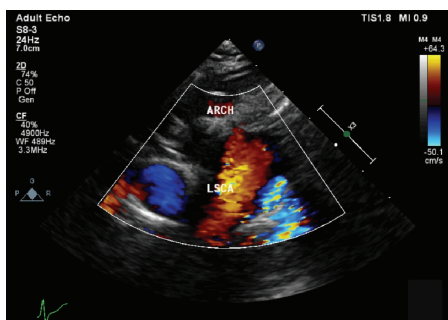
胸骨上窝切面观示膨大的迷走左锁骨下动脉起自主动脉弓降部左后壁并向左上走行 图2 图左示膨大的迷走左锁骨下动脉起自主动脉弓降部左后壁并向左上走行;图右示气管局部受膨大的迷走左锁骨下动脉挤压推移并形成明显压迫(箭头示) 图3 矫治术后复查超声示左锁骨下动脉与同侧颈动脉端侧吻合处血流通畅
